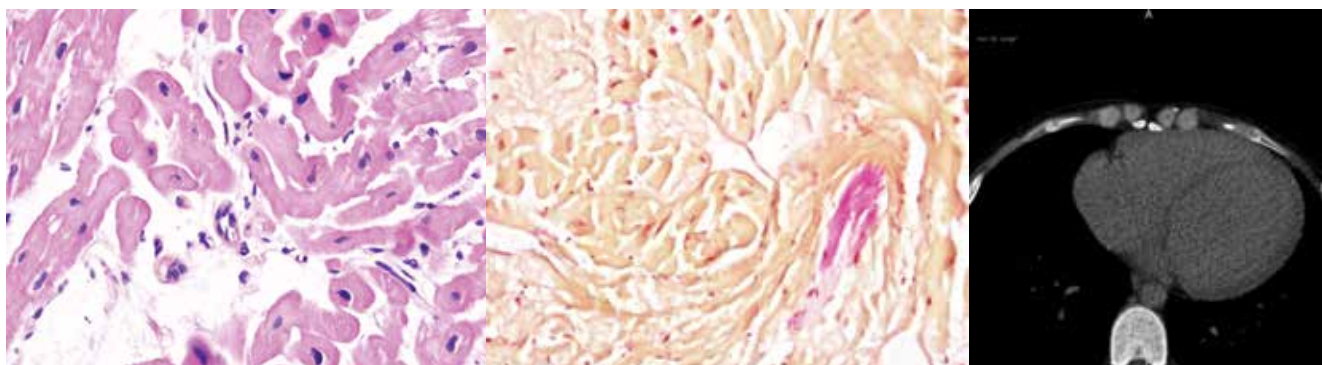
Корреляция данных морфологического исследования миокарда и МСКТ сердца с в/в контрастированием.
